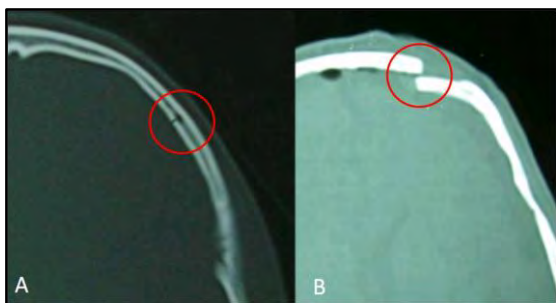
(A) TAC de cerebro (ventana ósea) corte axial, objetivándose el compromiso de la tabla interna con indemnidad de la tabla externa (círculo rojo). (B) Cuando la resistencia ósea es superada se produce la concomitante fractura de la tabla externa (círculo rojo).
